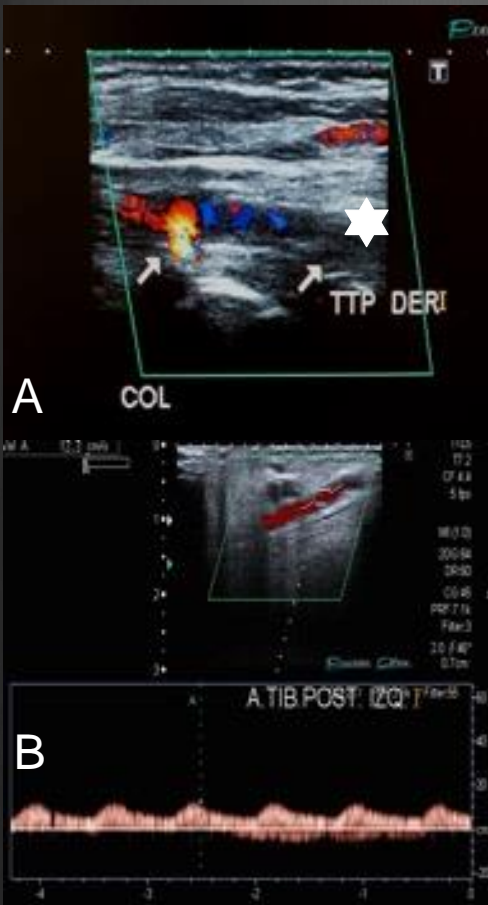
A. Tronco tibioperoneo con material ecogénico endoluminal y ausencia de flujo al examen Doppler Color compatible con oclusión a ese nivel (flecha blanca con estrella). Se observa presencia de vaso colateral (flecha blanca) B. EcoDoppler de arterias distales con flujo monofásico de baja velocidad, de características post-obstruictivas.
